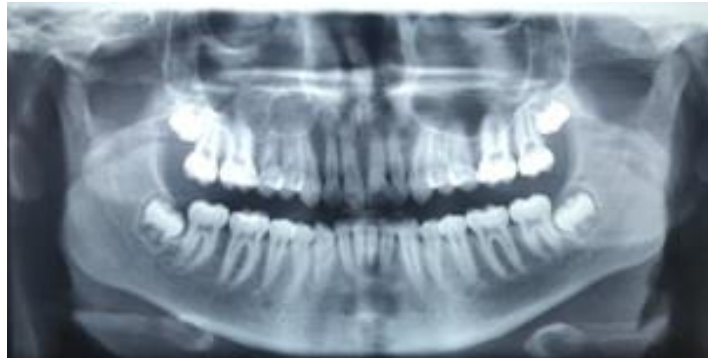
Diagnóstico baseado na radiografia panorâmica.
